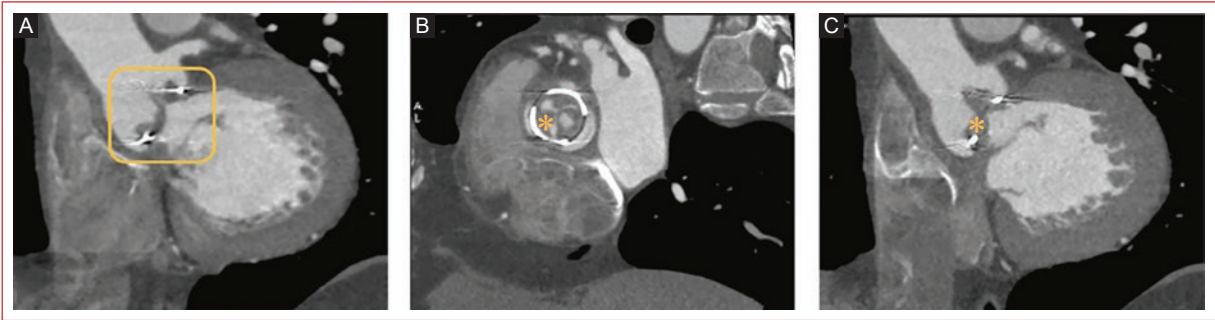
Angiografía por tomografía computarizada con protocolo para válvula aórtica que muestra la prótesis biológica con engrosamiento difuso de sus valvas. A: corte sagital de válvula. B: corte axial de válvula con engrosamiento de valvas (asterisco). C: corte sagital de válvula con engrosamiento de valvas (asterisco).
